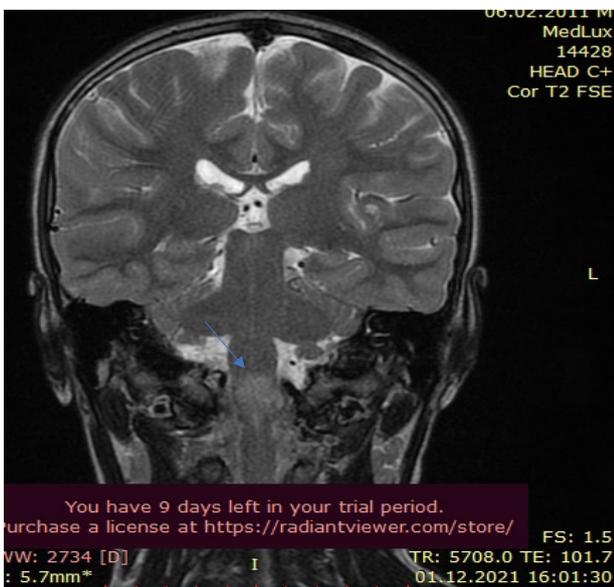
МРТ головного мозга режим T2 01.12.2021.
